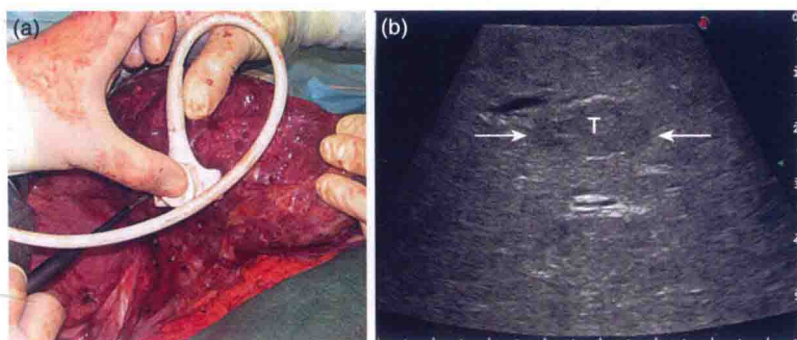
微 T 型线阵术中超声探头 (Esaote SpA, Genova, Italy) (a)。特征性的梯形扫描窗口 (b)。微 T 型线阵术中探头具有线阵换能器的稳定性与凸阵探头较宽的扫描窗, 可用于超声引导下的按压操作 (见第 8 章); 肿瘤 (T)
